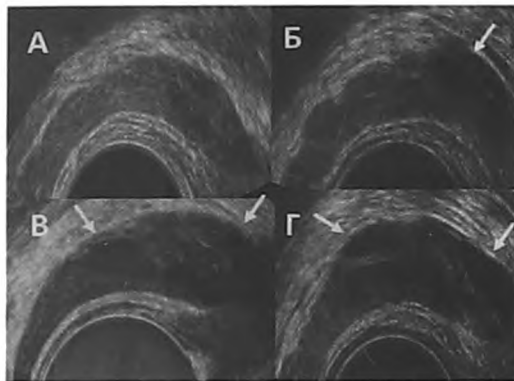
Внутренняя структура СП при ТРУЗИ. Поперечная проекция. А, Б, В, Г. Различные варианты типичной внутренней структуры СП с разными по количеству и размерами жидкостных включений (стрелки) у сексуально активных мужчин
